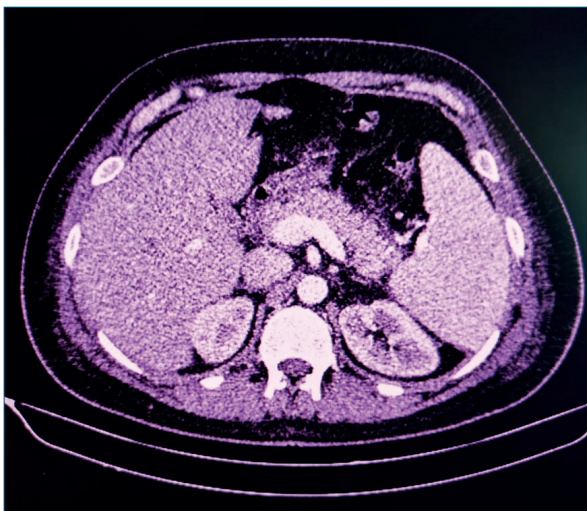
Tomografía de abdomen con contraste intravenoso. Páncreas aumentado de tamaño en toda su extensión sin áreas de necrosis. Alteración de la grasa peripancreática.
